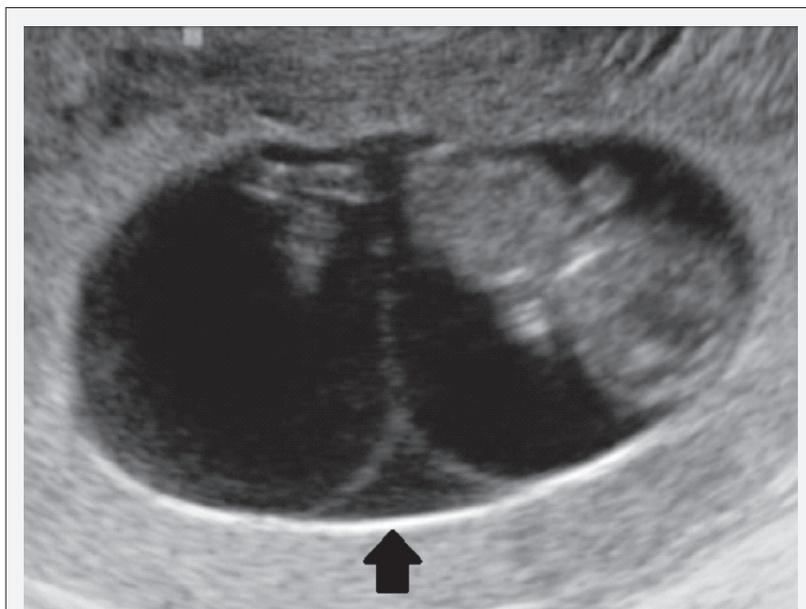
Detalle de la ecografía transvaginal en la que se aprecian dos bolsas amnióticas. La flecha señala el signo de Lambda, propio de los embarazos Bicoriales Biamnióticos.
